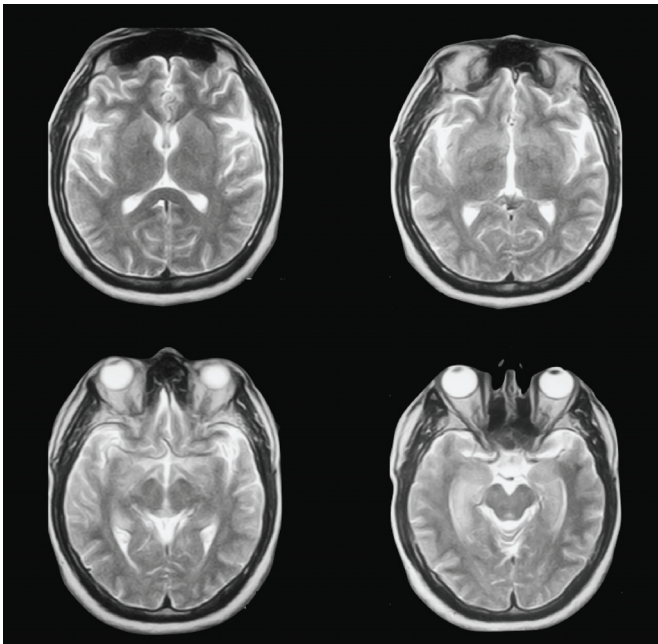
Resonancia magnética nuclear en T2, en corte axial en la que se observan discretas hiperintensidades simétricas en ambas cortezas temporales.
